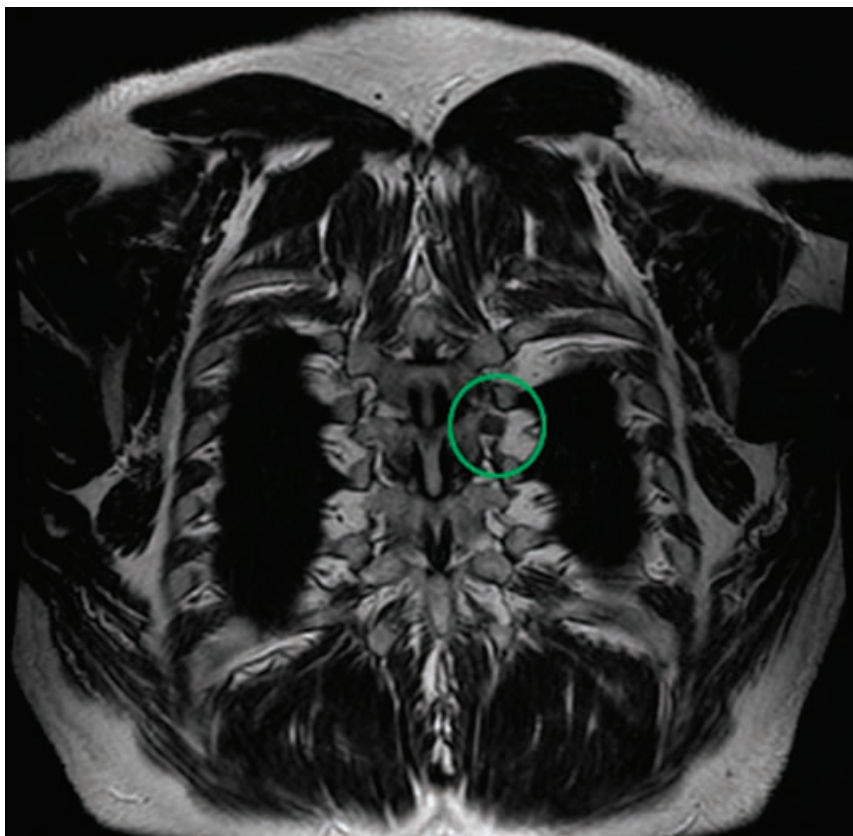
МРТ. Корональная проекция в  $T_2$ -ВИ. Единственный срез, отражающий зону интереса
